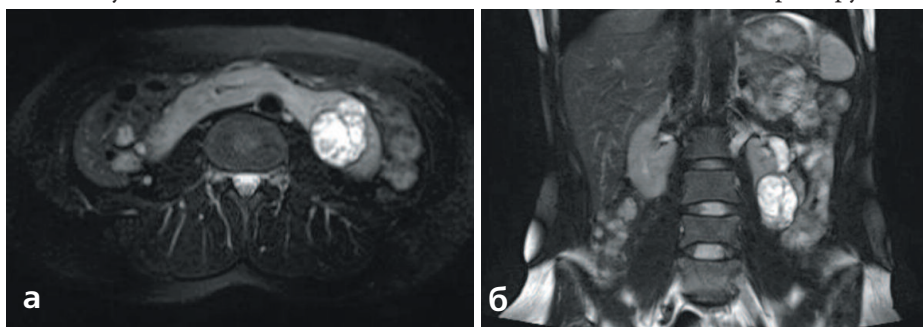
МРТ картина опухоли нижнего сегмента левой половины подковообразной почки, компримирующей нижние группы чашечек
